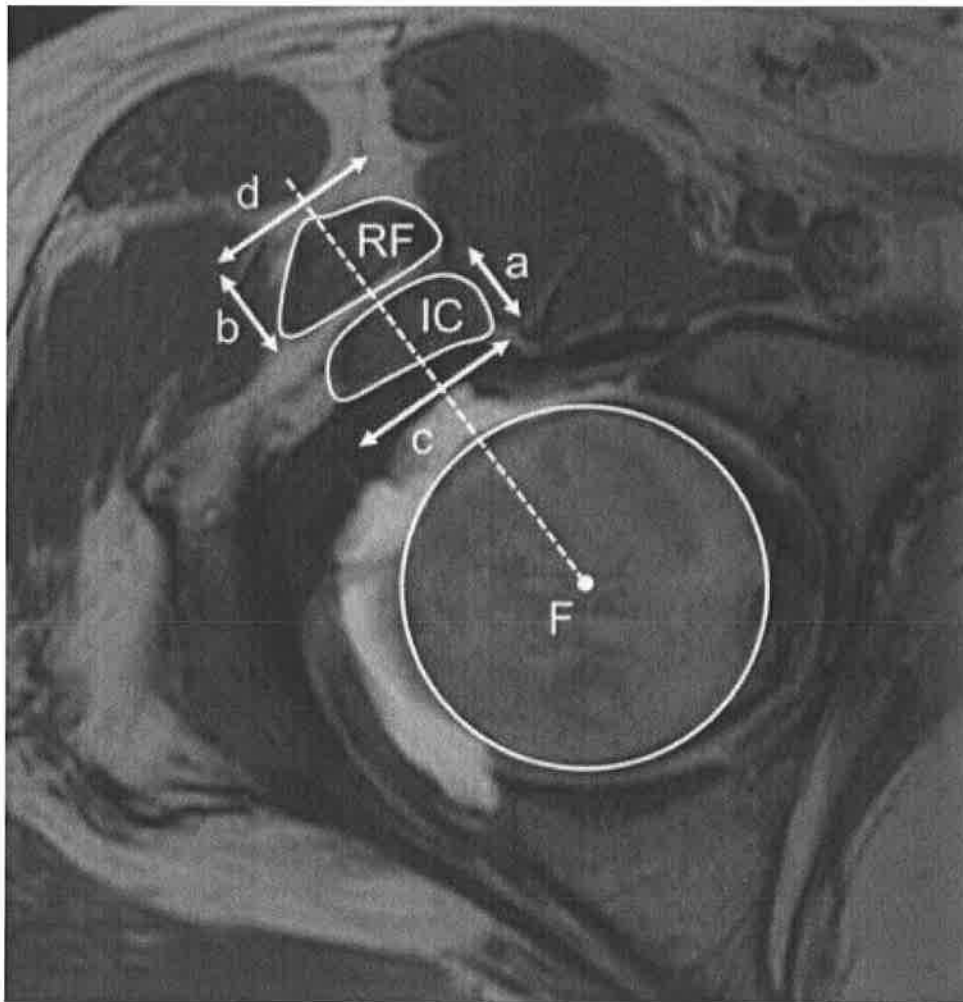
Imagen de resonancia magnética (RM), en proyección axial y secuencia dependiente de T2 a nivel de la cadera derecha, que muestra al músculo recto femoral (RF) y el músculo iliocapsular (IC), con sus respectivas mediciones, a y b: grosor, c y d: anchura, línea blanca que delimita cada músculo corresponde a su perímetro y el área transversal. *
